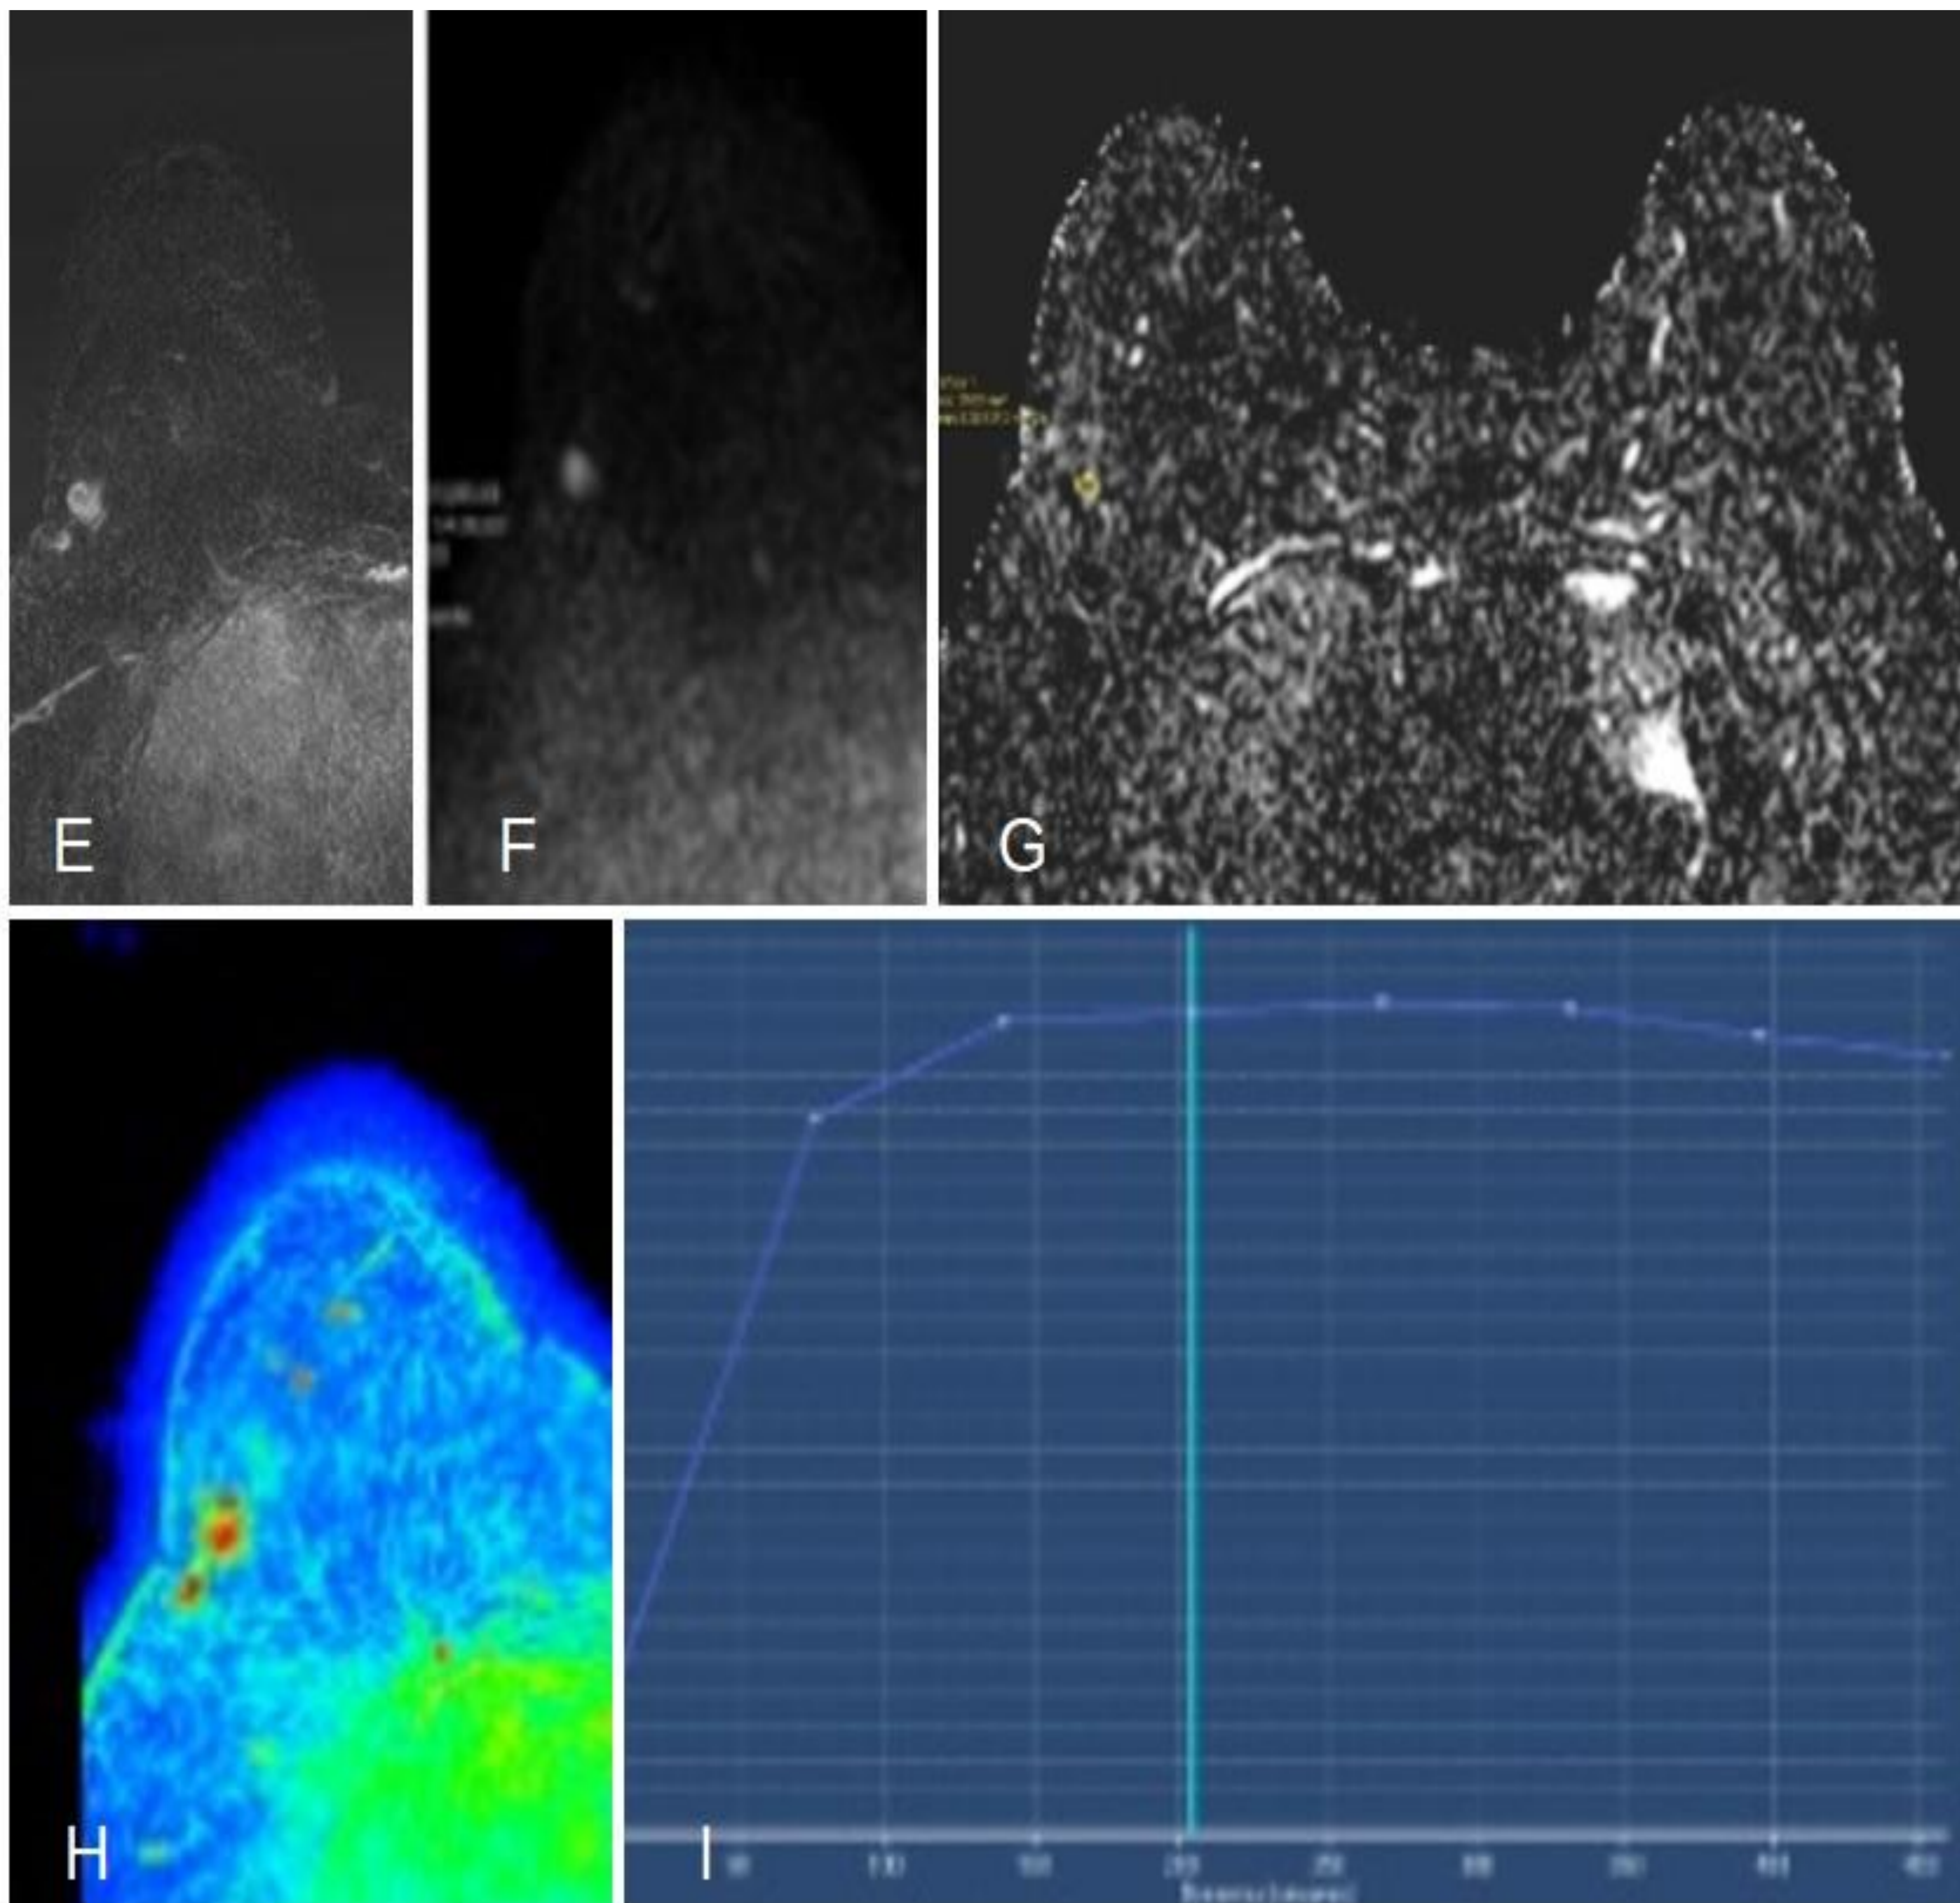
RM de la paciente anterior. E) Sustracción con realce del nódulo descrito. F y G) Difusión y mapa de ADC respectivamente, sin mostrar restricción de la difusión. H e I) En valoración dinámica muestra captación incrementada de contraste con curvas dinámicas de realce inicial rápido y lavado en fase tardía (tipo III). Resultó ser un tumor de células granulares derivado de las células de Schwann (simulador de cáncer de mama).
